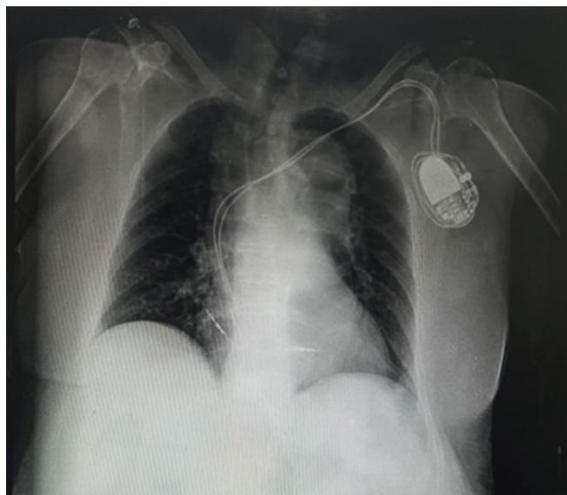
Radiografía de tórax postero-anterior, después de la colocación de marcapasos bicameral. Obsérvese electrodo auricular y ventricular en adecuada posición.
